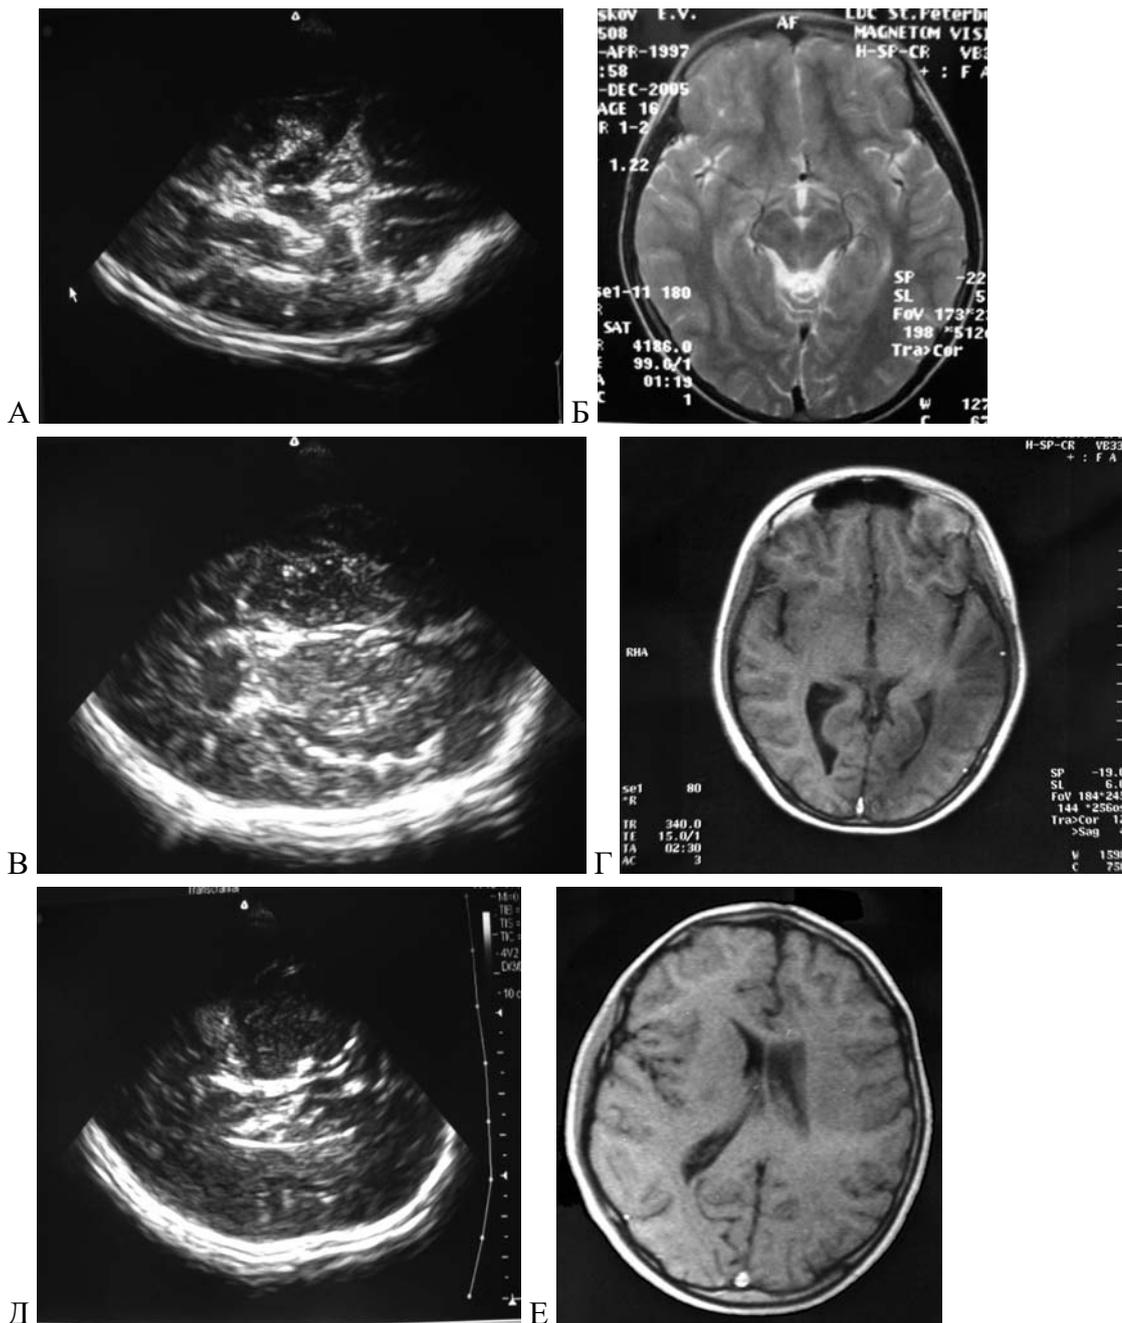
Сопоставление данных транскраниальной ультразвукографии и магнитно-резонансной томографии. А, В, Д — ТУС в режимах TH_0 , TH_1 , TH_2 . Б, Г, Е — МРТ в идентичных плоскостях
